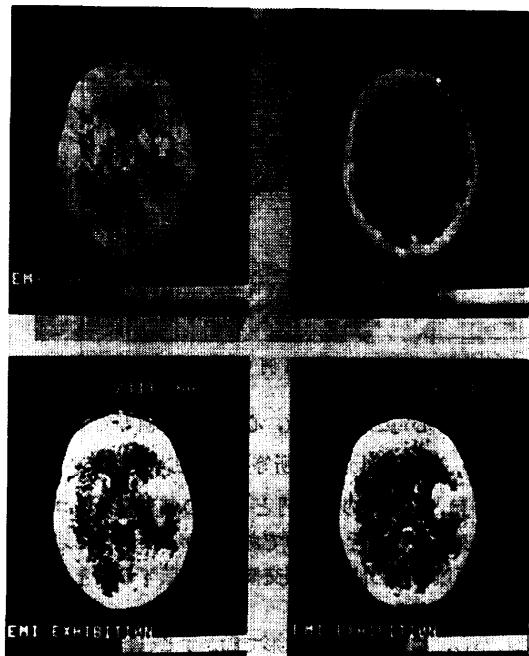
Computerized tomography によって撮影した頭蓋の断層写真。これは、脳腫瘍の一種である glioma の症例である。
